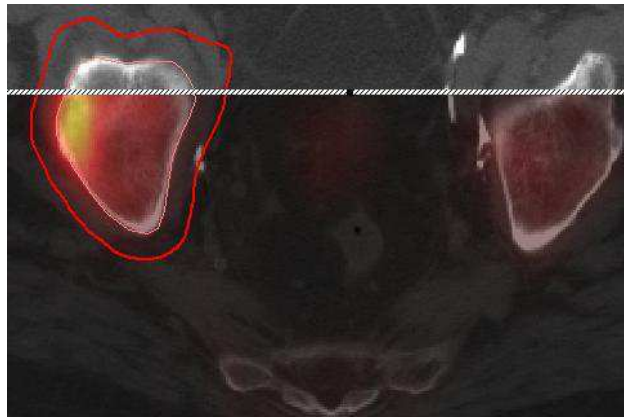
Fusion SPECT - CT
